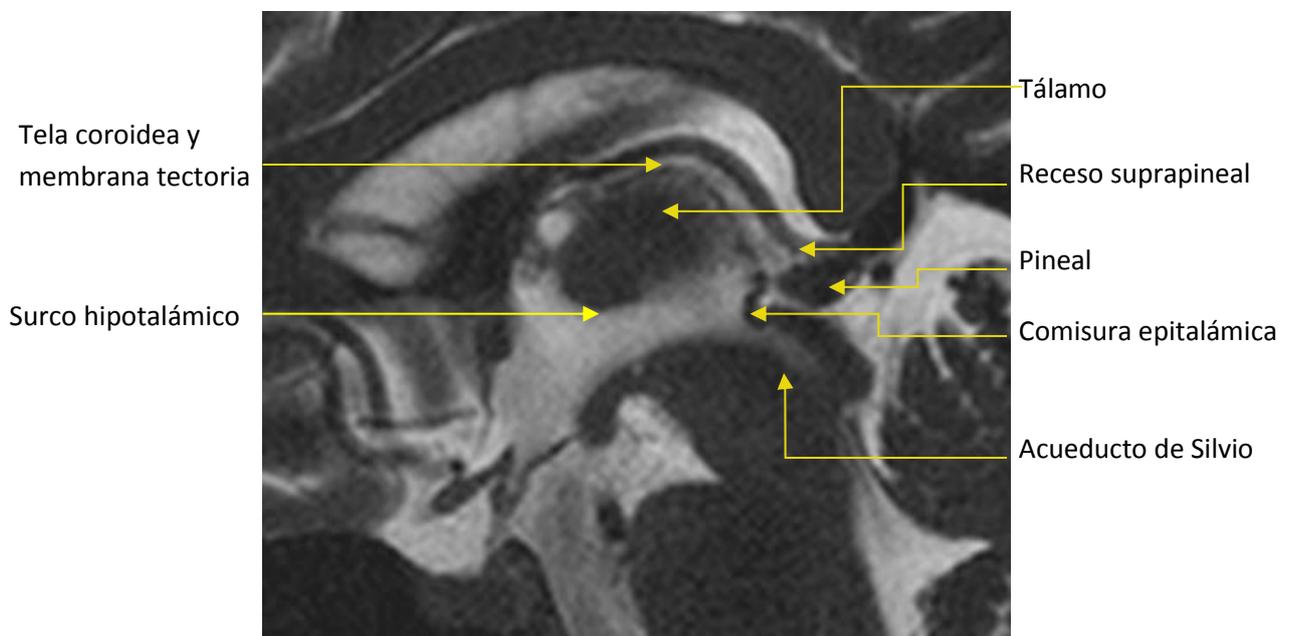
Corte coronal de RM potenciada en T2 del tercer ventrículo donde se observa su pared posterosuperior con la tela coroidea y los plexos coroideos.
